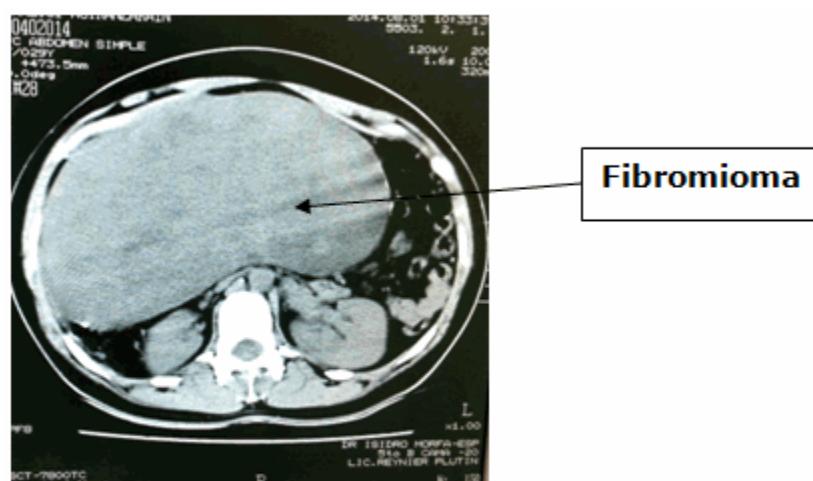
TAC. Corte transversal
